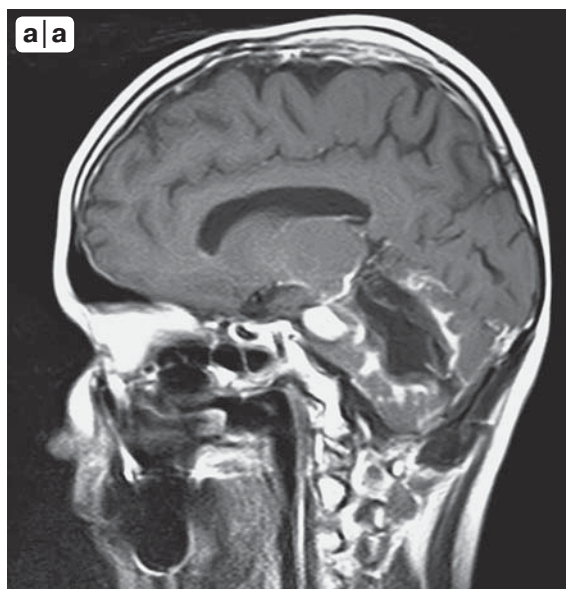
МР- томограммы головного мозга. На фоне послеоперационных изменений в структурах мозжечка определяются узловые участки усиления контрастного вещества в правой гемисфере мозжечка. а – сагиттальная проекция; б – аксиальная проекция.
